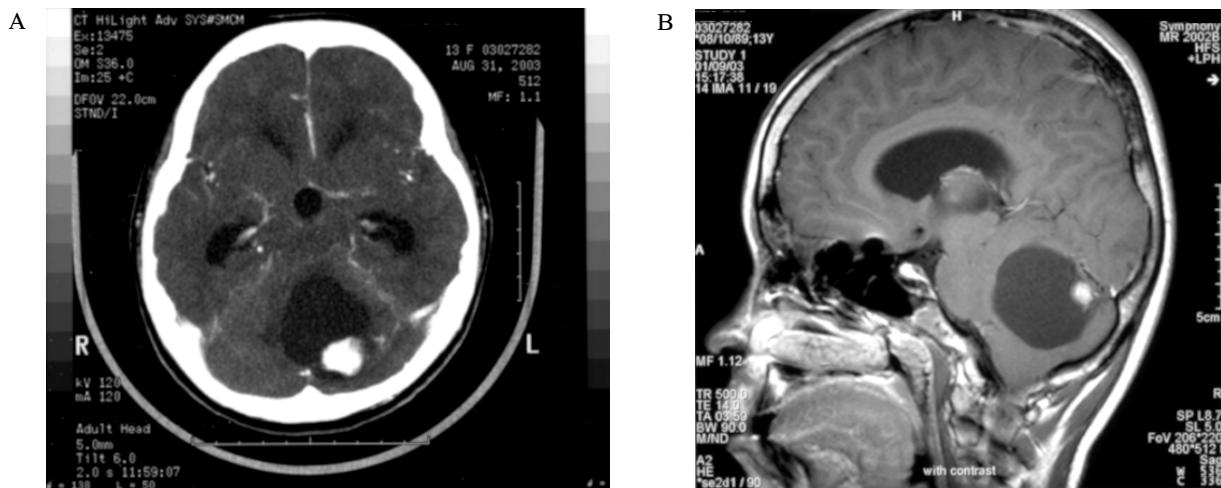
CT and MR of the patient's daughter show a sharply demarcated and smoothly marginated cystic mass (about 4.5 cm) with a small intensely enhancing mural nodule at posterior fossa.
